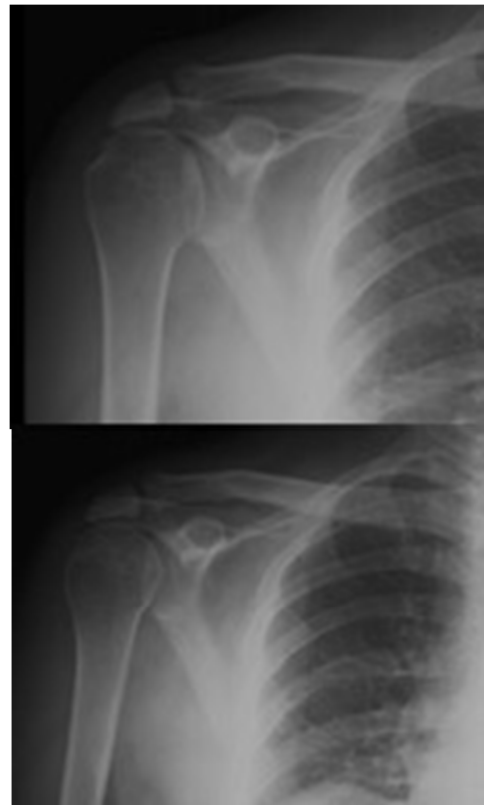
Radiografía anteroposterior de hombro derecho.
